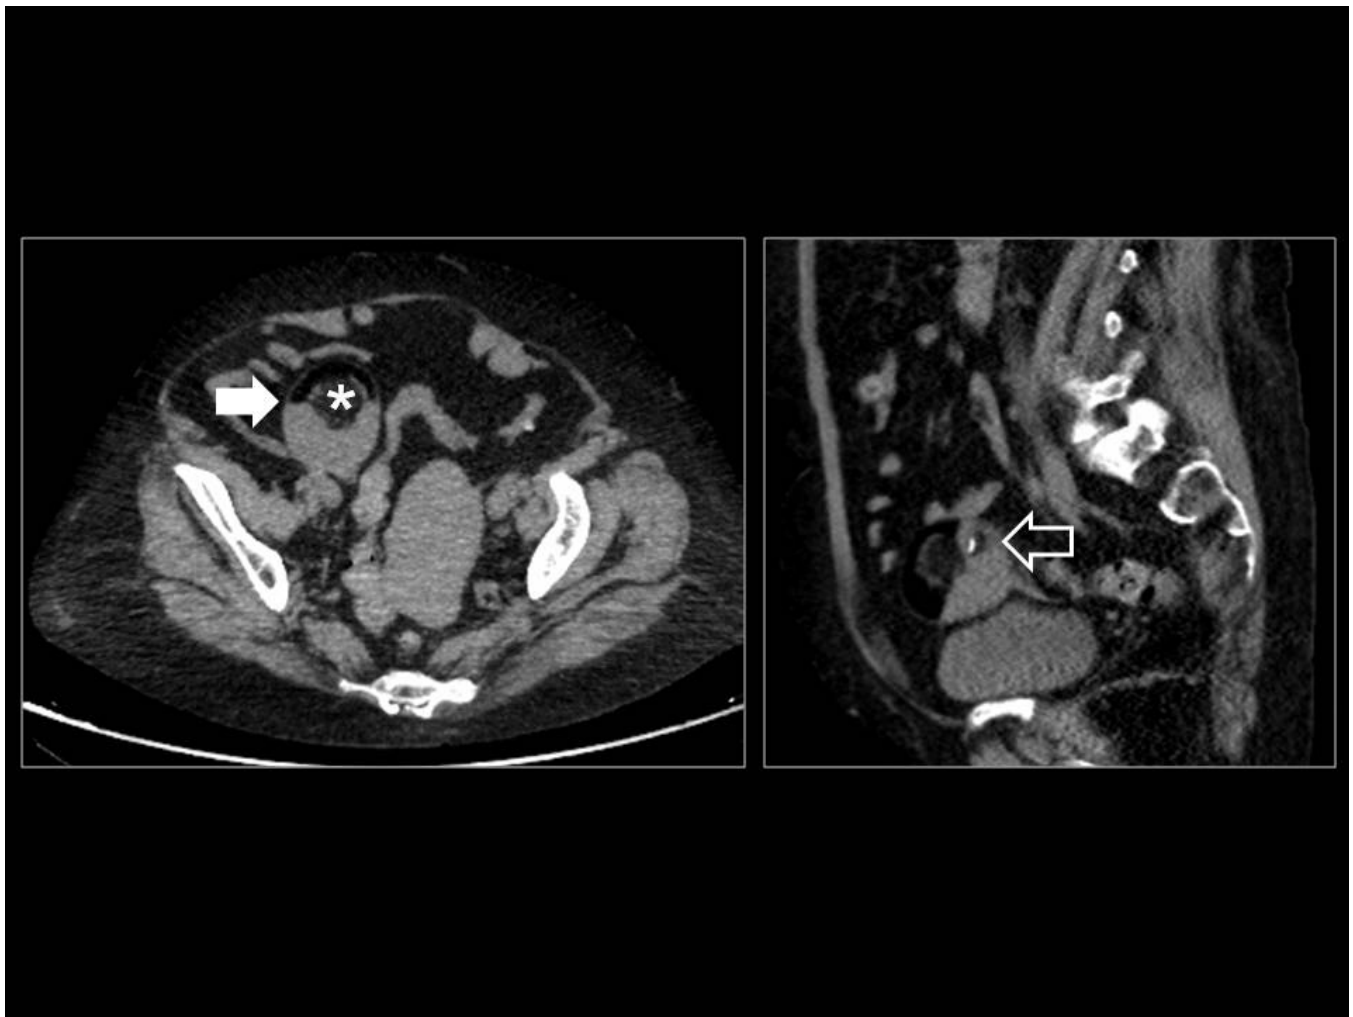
TERATOMA. TC axial y sagital muestra una masa quística anexial con un nivel líquido-grasa (fl (nódulo de Rokitansky) y calcificaciones en su pared (flecha hueca) compatible con teratoma quístico ma
